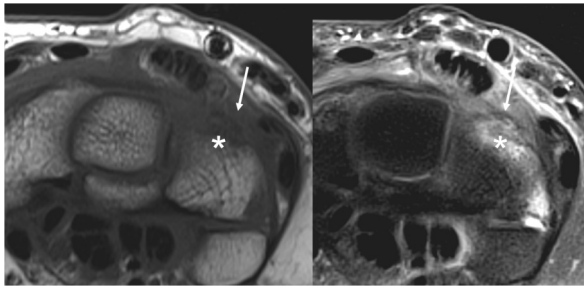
IRM, coupes axiales T1 et T2Fatsat. Œdème de la portion dorsale du triquetrum (asterisque), avec épaissement des ligaments extrinsèques en regard, probablement associés à un arrachement osseux cortical par traction (flèche). Ces anomalies traduisent une entorse des ligaments extrinsèques.
